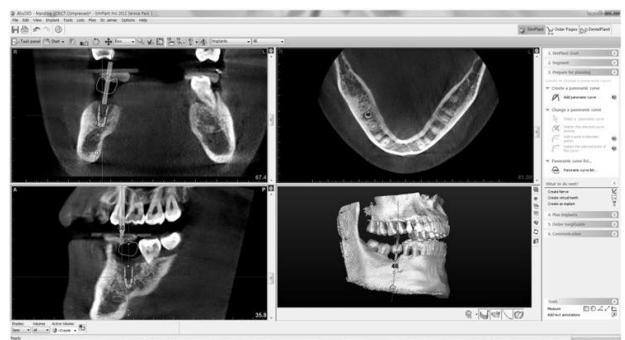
환자의 CT 자료를 바탕으로 심플란트 프로그램에서 모의수술을 진행하여 임플란트의 식립 위치, 방향과 깊이 등을 결정하고 그 계측값을 구한다.
